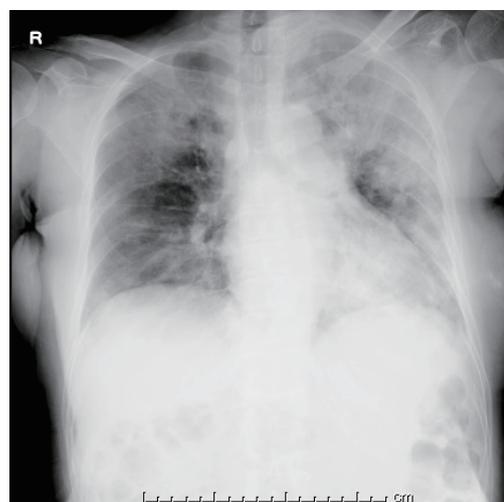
自験例の80代女性、入院8日目の胸部X線写真
